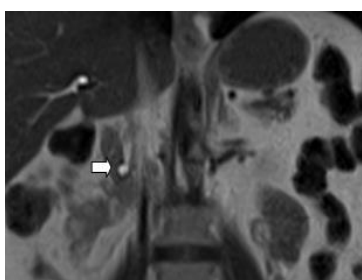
colangio-RMN en la que se observa imagen sacular en colédoco distal con impronta en duodeno.
